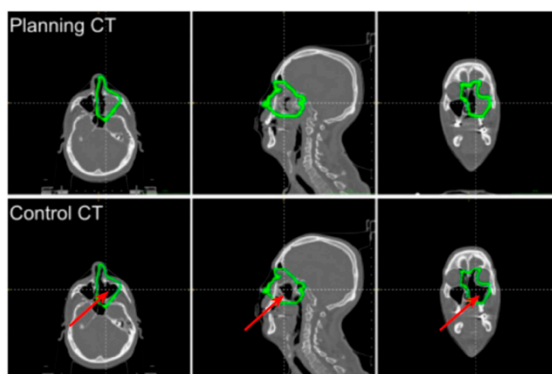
immagini delle TC di pianificazione e di controllo del paziente MCP (da sinistra a destra: assiale, sagittale e coronale). I margini del CTV sono tracciati in verde. La regione svuotata è indicata con la freccia rossa.
